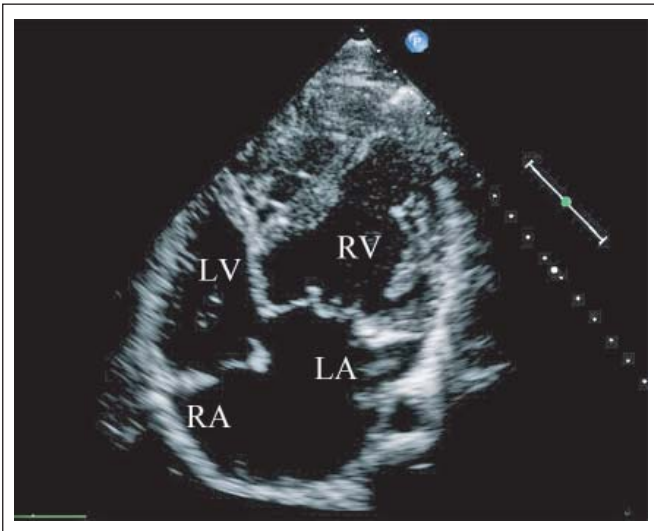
Transthorakale Echokardiographie, die die linksgelegene Trikuspidalklappe (gehört immer zum RV) zeigt, deren Ansatz weiter apikalwärts ist als die rechtsgelegene Mitralklappe (gehört immer zum LV).
